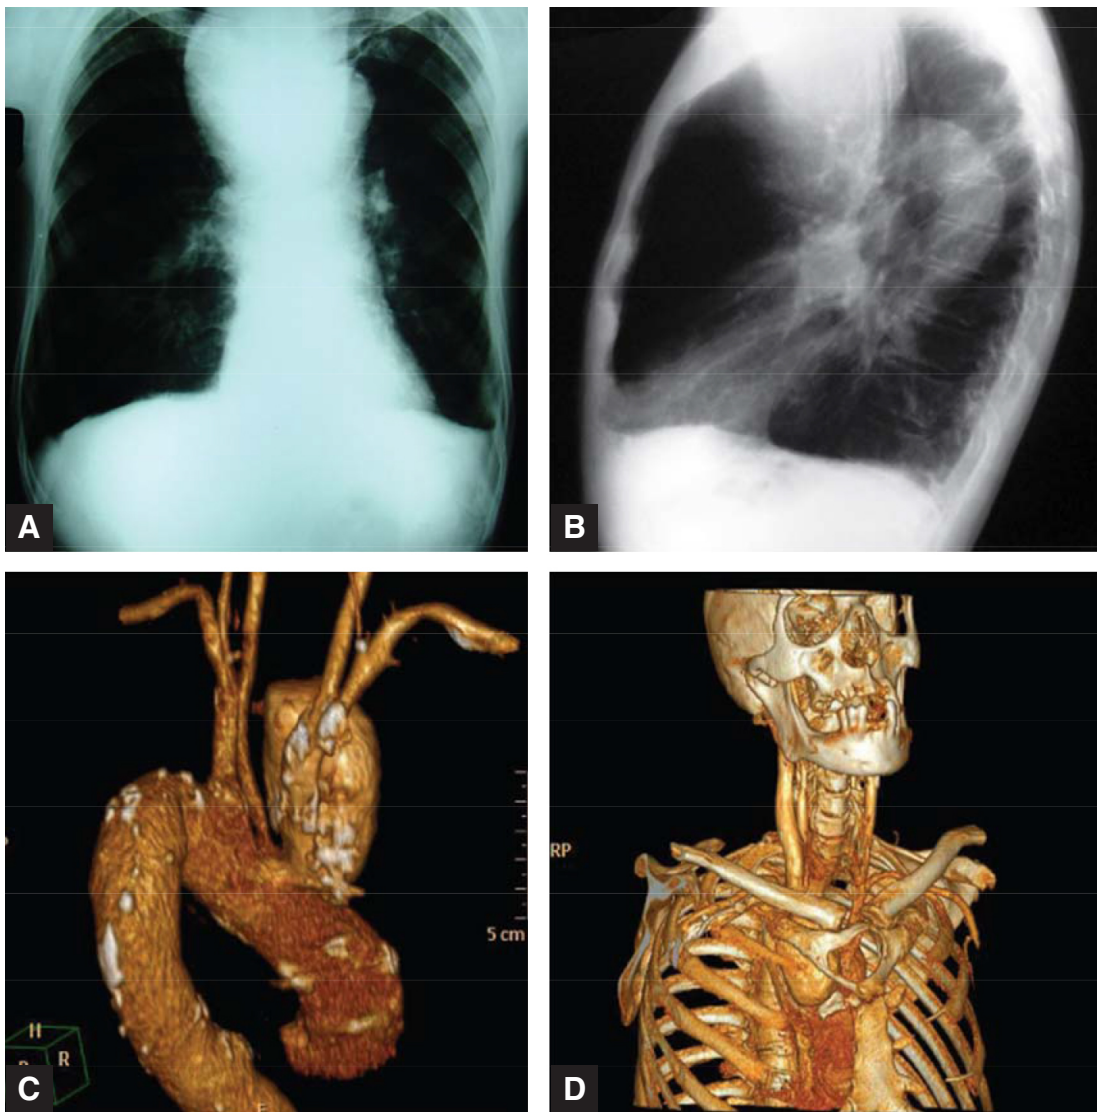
A: Radiografía de tórax donde se observa el ensanchamiento del mediastino superior. / B: Ra-diografía de tórax perfil donde se observa una masa en mediastino superior que comprime y desplaza a la traquea. / C: Tomografía multicorte que muestra el origen del aneurisma en la porción proximal del tronco arteria braquiocefálico y la compresión de estructuras vecinas. / D: Tomografía multicorte que muestra erosión esternal y dilatación de vena yugular derecha por compresión.
